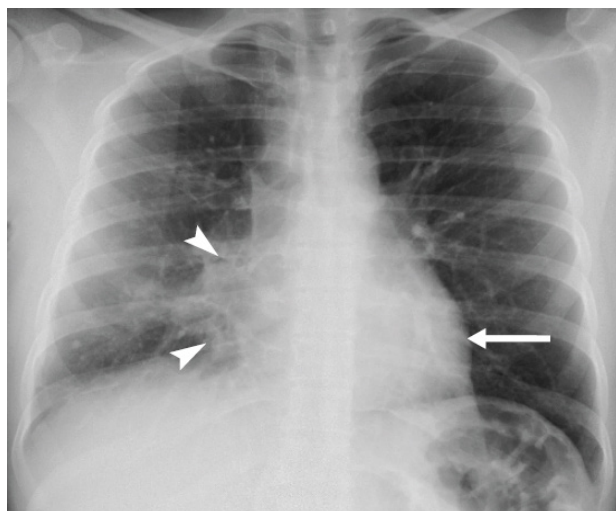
Right Middle Lobe Pneumonia. PA erect chest radiograph demonstrates pneumonia (arrowheads) in the right middle lobe replacing the lucency of air in the lung with soft tissue density and silhouetting the right heart border. Note the normal sharp definition of the left heart border (arrow) defined by the normal air-containing lingula.
